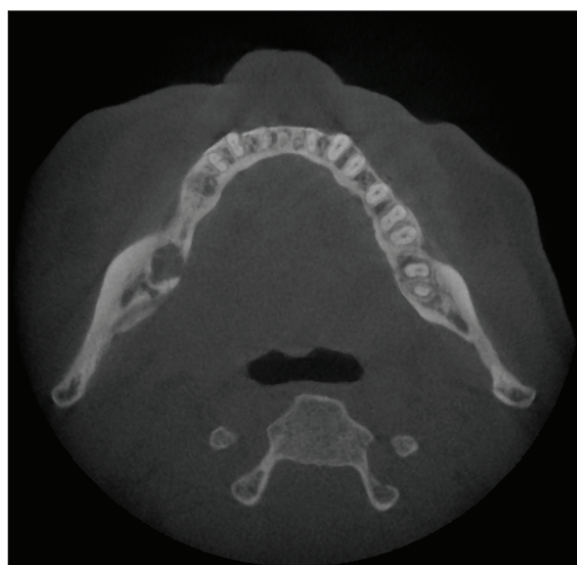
CT scan showing complete change in spongy bone structure without defined bone sequestrum formation or evident demarcation between pathologically changed and healthy bone tissue. Axial CT scan
